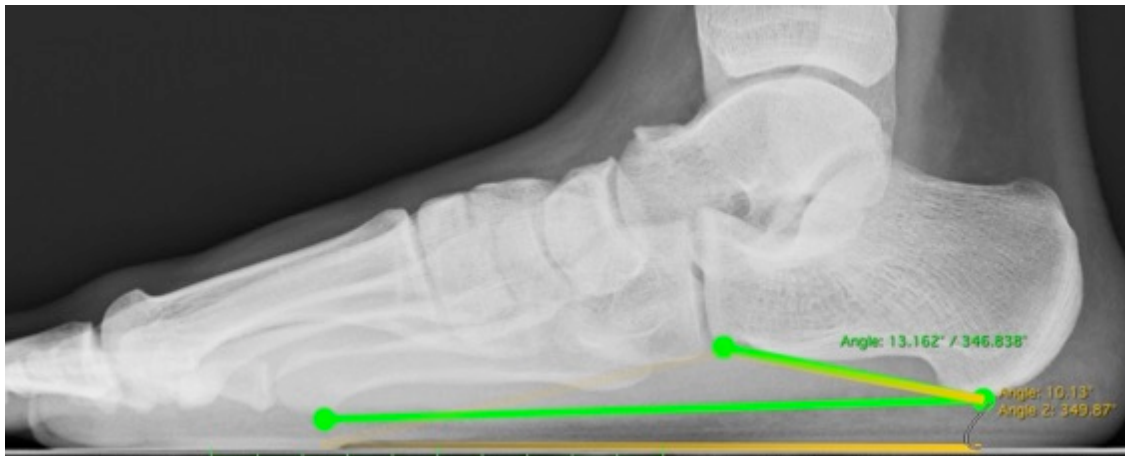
Röntgenbild im lateralen Strahlengang mit Darstellung der Messwertdifferenzen des Calcaneusneigungswinkels bei Verwendung unterschiedlicher Winkeldefinitionen
